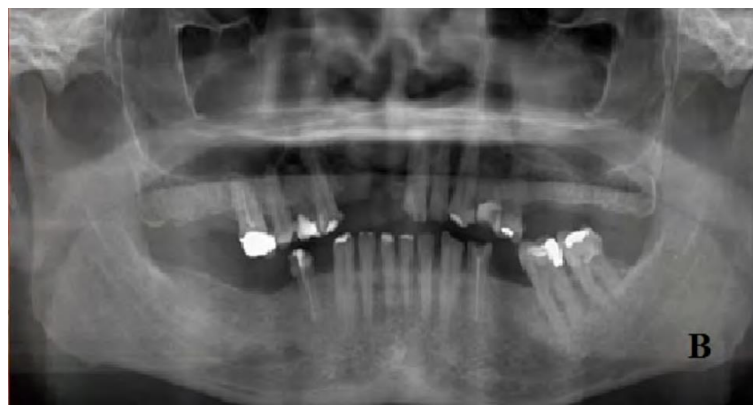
Radiographie panoramique après exérèse de la lésion kystique (44)
